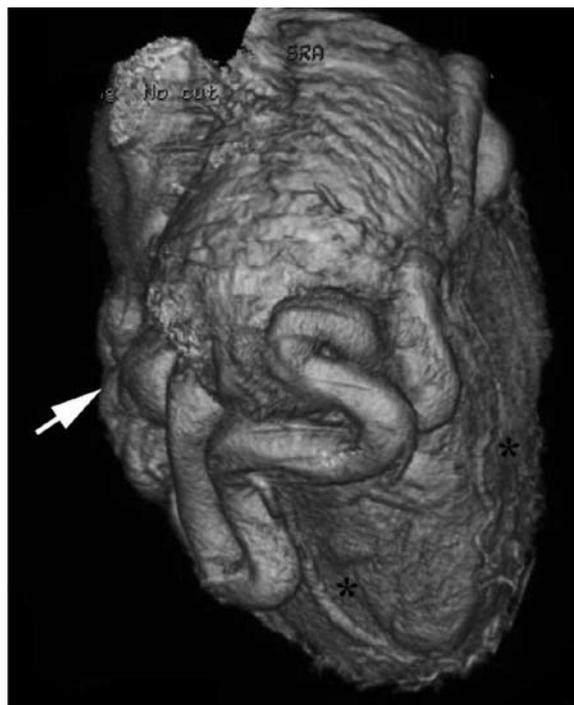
Multi detector CTによる心臓3D-CT
